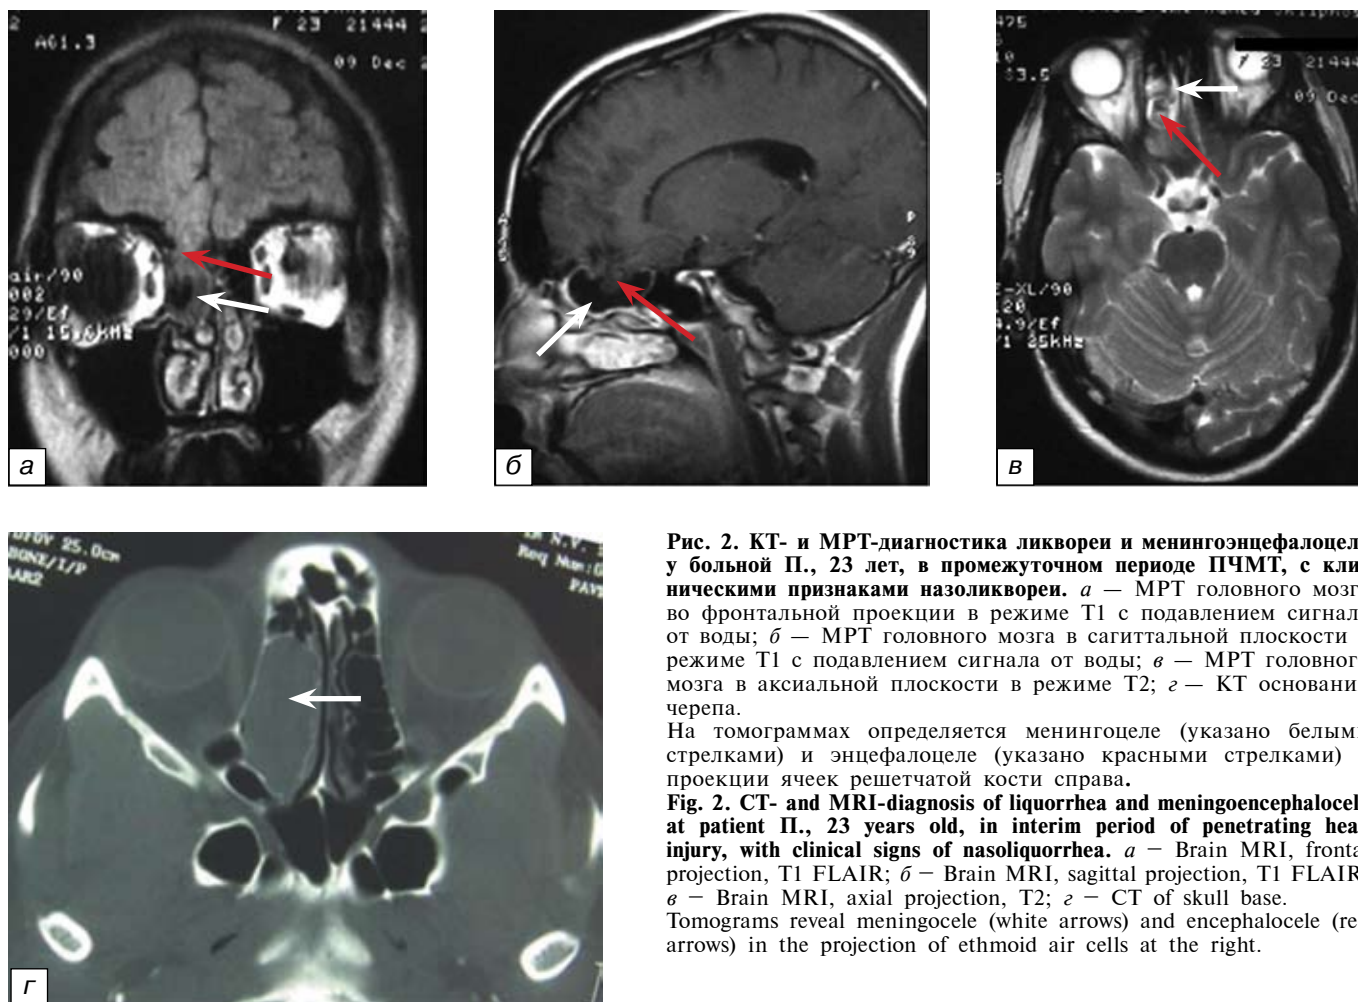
КТ- и МРТ-диагностика ликвореи и менингоэнцефалоцеле у больной П., 23 лет, в промежуточном периоде ПЧМТ, с клиническими признаками назоликвореи. *а* — МРТ головного мозга во фронтальной проекции в режиме T1 с подавлением сигнала от воды; *б* — МРТ головного мозга в сагиттальной плоскости в режиме T1 с подавлением сигнала от воды; *в* — МРТ головного мозга в аксиальной плоскости в режиме T2; *г* — КТ основания черепа.
